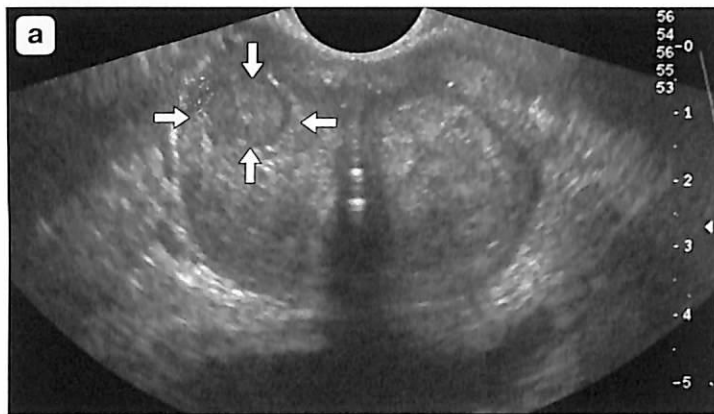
а – эхограмма трансректального поперечного среза простаты с узловыми изменениями. В обеих переходных зонах визуализируются сливающиеся изоэхогенные узлы, на границе левой переходной и периферической зон определяется гипоэхогенный узел с ровными контурами однородной эхоструктуры (стрелки). В связи с повышением уровня ПСА до 8,2 нг/мл пациенту были проведены МРТ и биопсия узла под ультразвуковым контролем, при которых диагноз ДГПЖ был подтвержден; б – МР-томограмма простаты того же пациента. На границе левой переходной и периферической зон визуализируется округлой формы узел в капсуле с однородным накоплением контрастного вещества (стрелка). Диагноз: наиболее вероятно узловое образование обусловлено очаговой гиперплазией.
